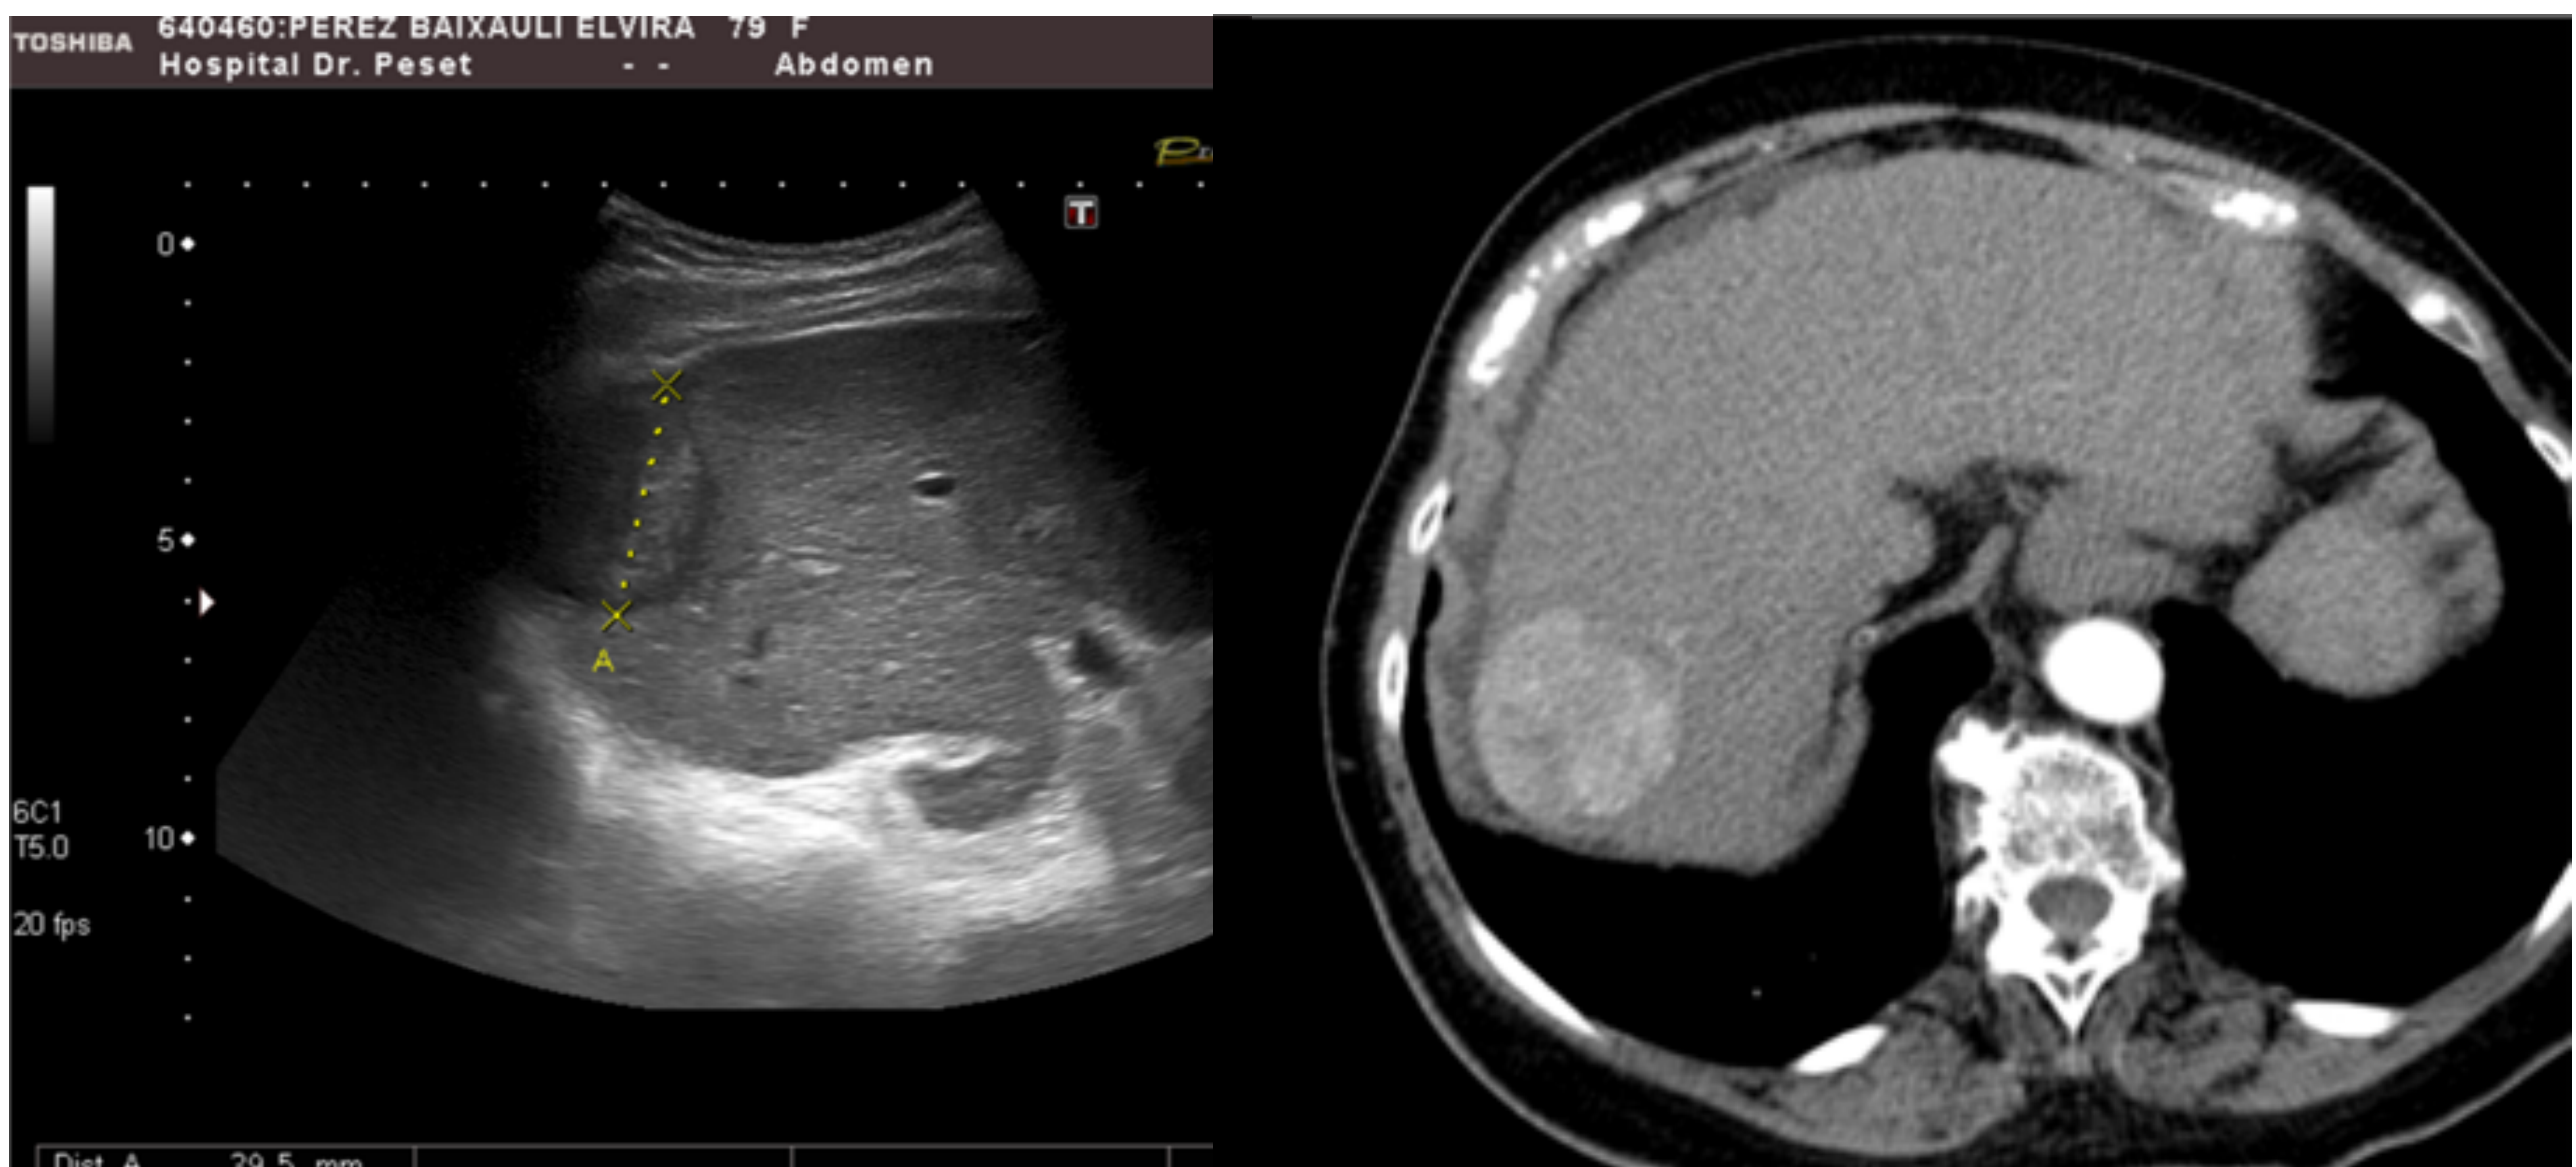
Paciente cirrótico con hallazgo de masa hepática de hasta 40 mm, ligeramente heterogénea, predominantemente isoecoica y con halo hipoeoico periférico. La categoría 3 recomienda completar estudio con otras técnicas. Se adjuntan imágenes posteriores del mismo paciente de TC con captación difusa en fase arterial, comportamiento de hepatocarcinoma.
